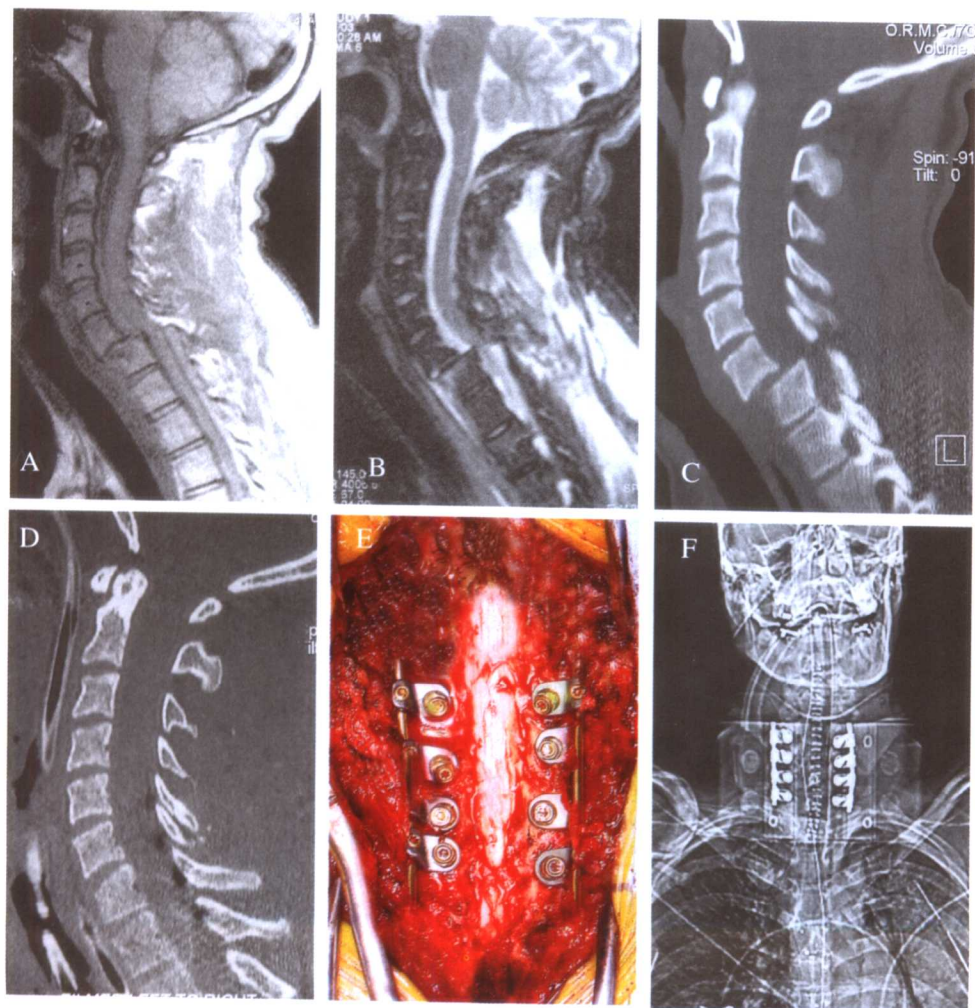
患者男性，22岁。车祸外伤造成颈6-7椎体半脱位，脊髓横贯性损伤，胸部以下感觉消失，双上肢力弱，下肢瘫痪。A、B. 磁共振影像显示颈6-7节段横贯性损伤。C. CT扫描显示颈6-7椎体半脱位。D. 颈3-胸1椎板减压，颈5-胸1手术器械固定后，CT扫描影像。E. 手术中颈3-胸1椎板减压，颈5-胸1手术器械固定效果。F. 手术后CT扫描正面影像。
